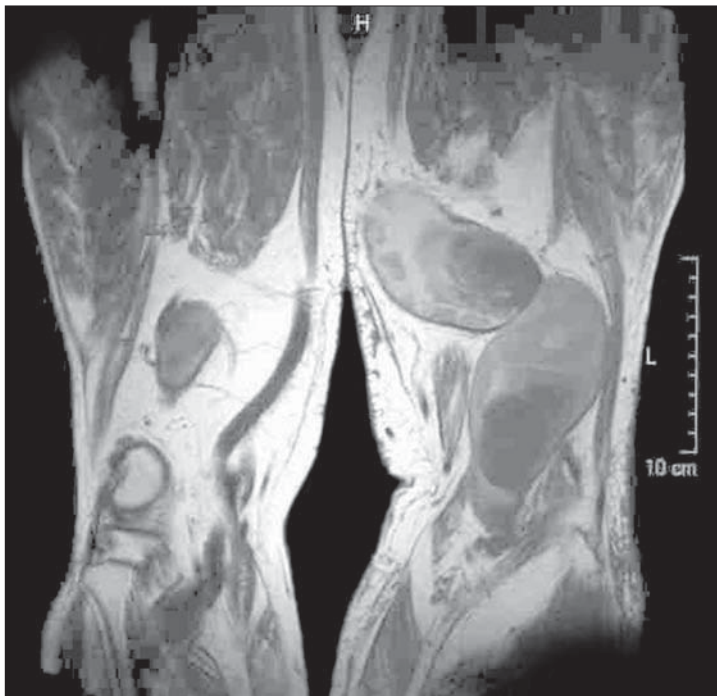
Angiorresonancia magnética.
